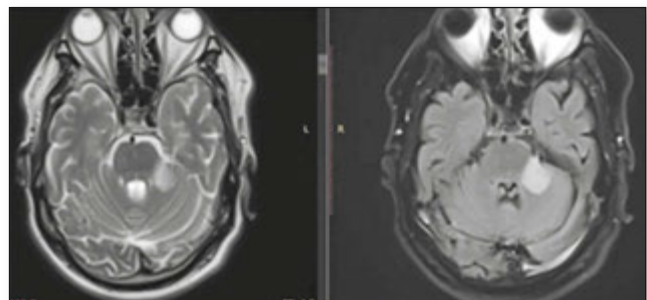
Результат МРТ головного мозку пацієнта зі скаргами на запаморочення, хитання при ході, нестійкість із тенденцією до нахилу вліво, зниження слуху на ліве вухо
